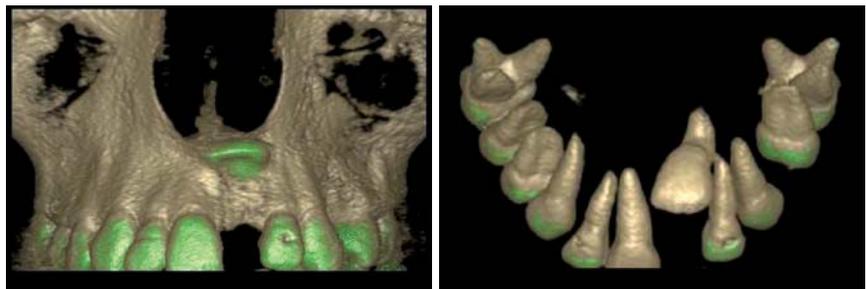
Digitalvolumentomografie bei einem Patienten mit einem verlagerten mittleren Schneidezahn.
